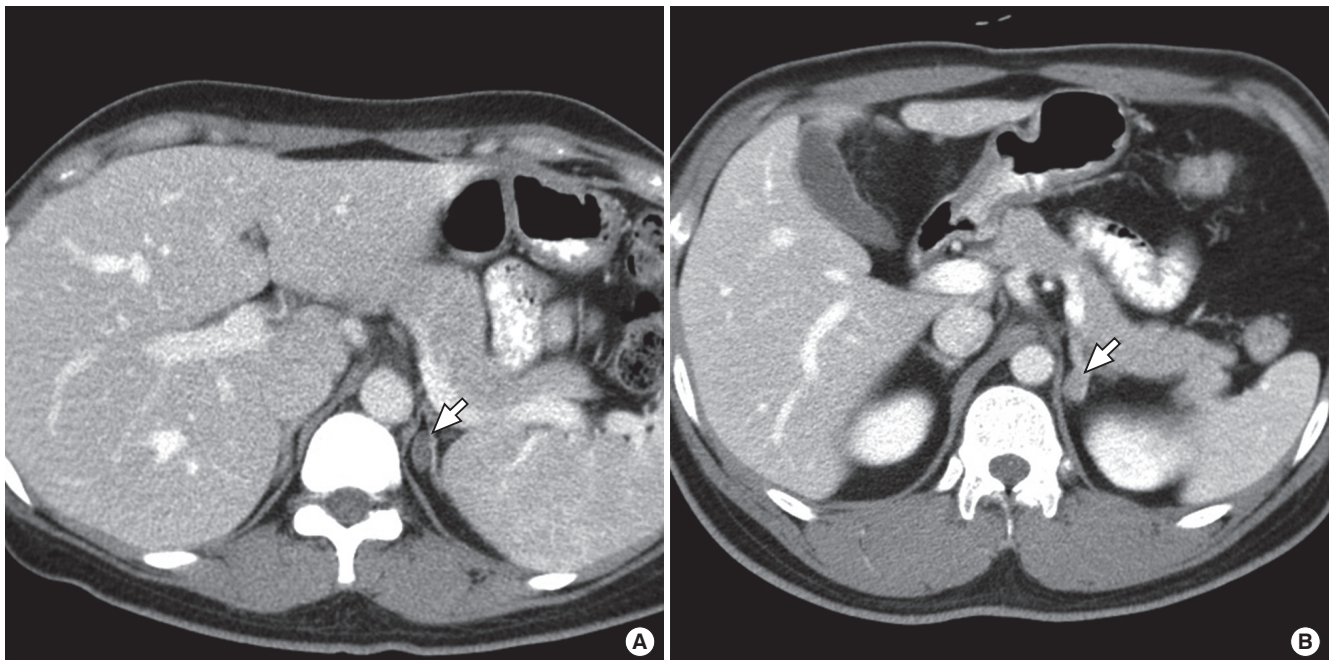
Computed tomography (CT) finding in case 1 and 2. (A) Case 1. An enhanced mass measured 1.5 cm in left adrenal gland. (B) Case 2. A nodular mass measured about 1 cm in medial rim of left adrenal gland.
